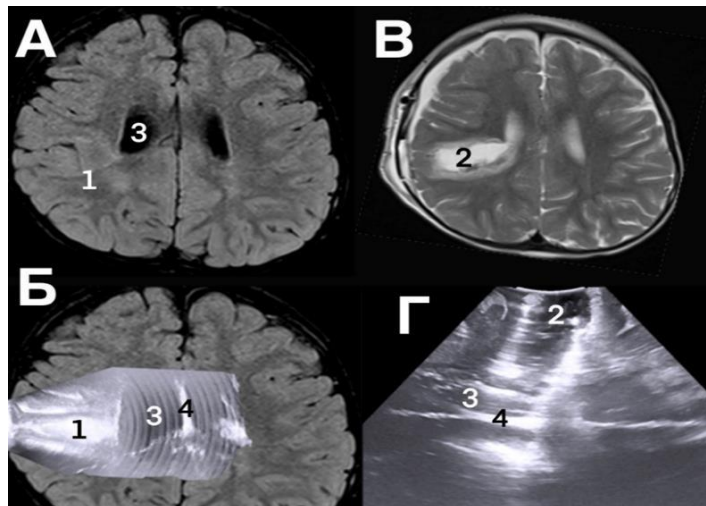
МРТ и иУЗИ картинка. Пациентка П., 19 лет с диагнозом структурная фокальная эпилепсия. Частые фокальные моторные приступы без нарушения осознанности, редкие билатеральные гегерализованные тонико-клонические приступы с фокальным дебютом. Фармакорезистентность. А — ФКД IIb типа в лобно-теменной доле (МРТ T2 FLAIR); — А — ФКД IIb типа в лобно-теменной доле (МРТ T2 FLAIR); Б — точная визуализация гиперэхогенный ФКД IIb типа в правой лобно-теменной доле с помощью иУЗИ (сопоставление иУЗИ с МРТ); В — послеоперационное МРТ; Г — иУЗИ после удаления ФКД; 1 — ФКД; 2 — полость после удаления ФКД; 3 — гиперэхогенный боковой желудочек; 4 — прозрачная перегородка.
